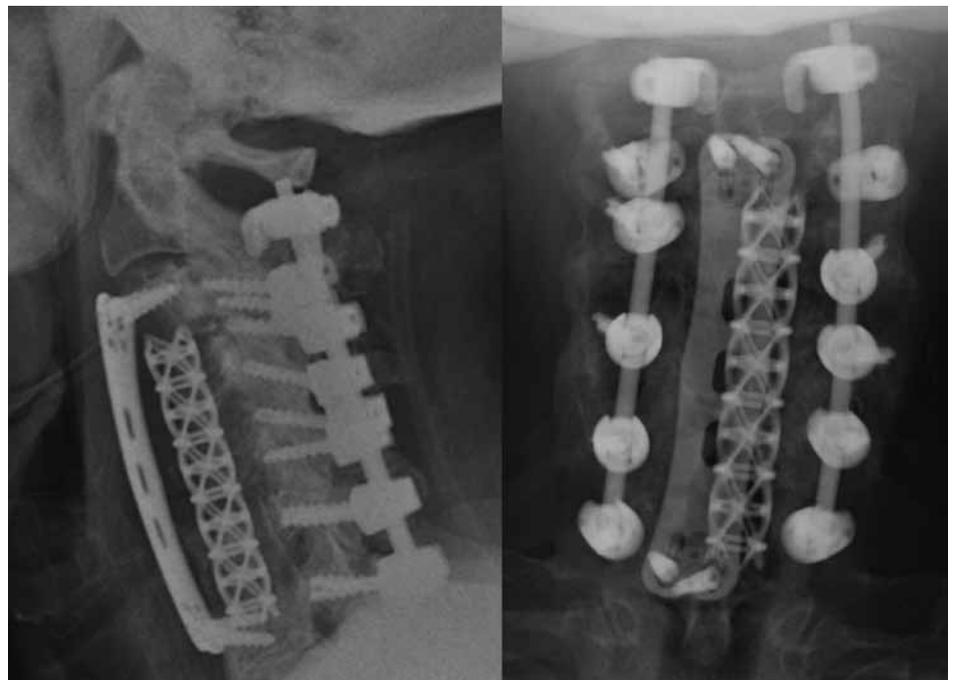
Radiografías a los dos años de la cirugía.
